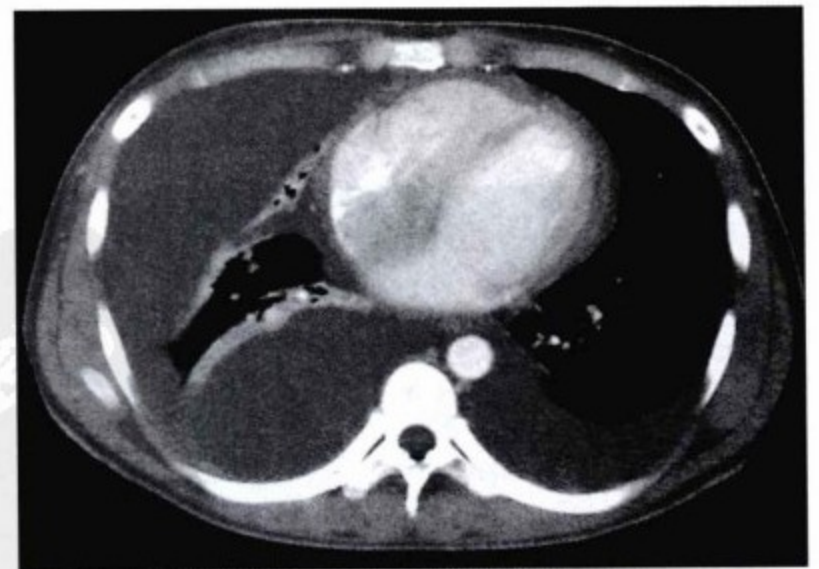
这一非同步胸部 CT 影像显示大量左侧胸腔积液和少量右侧胸腔积液。存在心包增厚和分层,但很难明确是何原因造成,由于缺乏同步,导致抑制性心脏伪影的出现。
